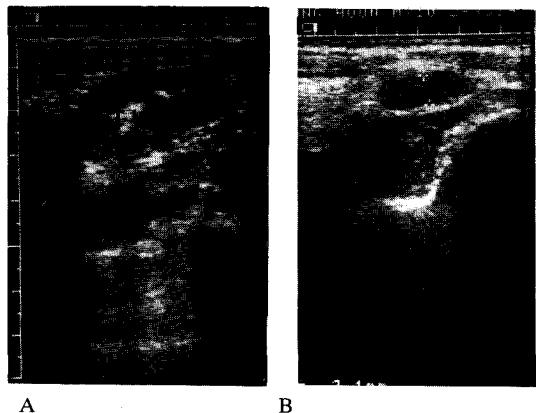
Abdominal ultrasonography of patient with herpangina.
